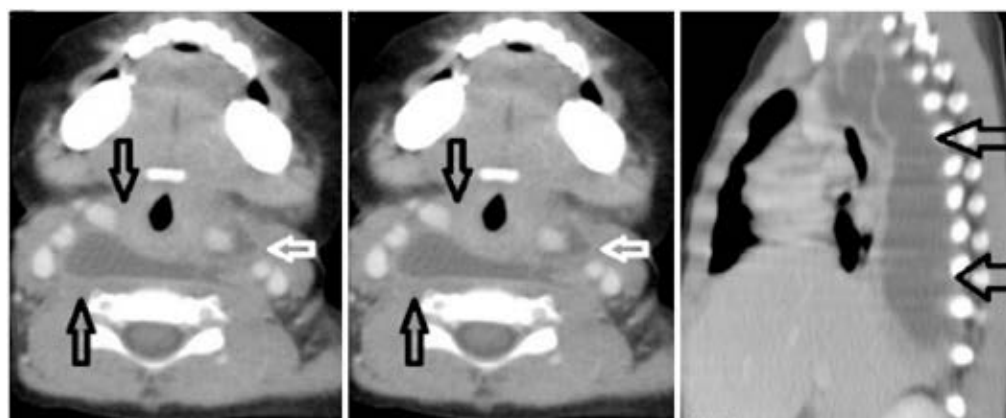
Tomografía computada de cuello y tórax con contraste: se visualiza colección hasta el nivel dorsal bajo, que desplaza la vía aérea y grandes vasos del cuello
